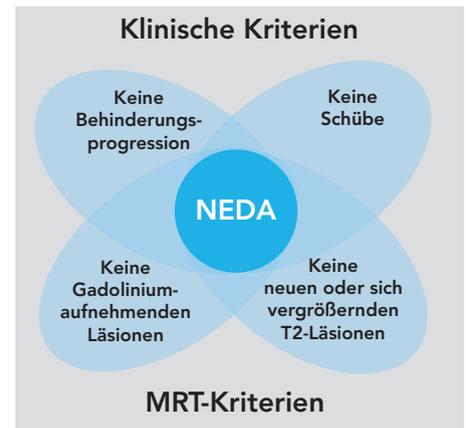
Kriterien für die Freiheit von klinischer und mittels MRT messbarer Krankheitsaktivität („No evidence of disease activity“, NEDA).¹
